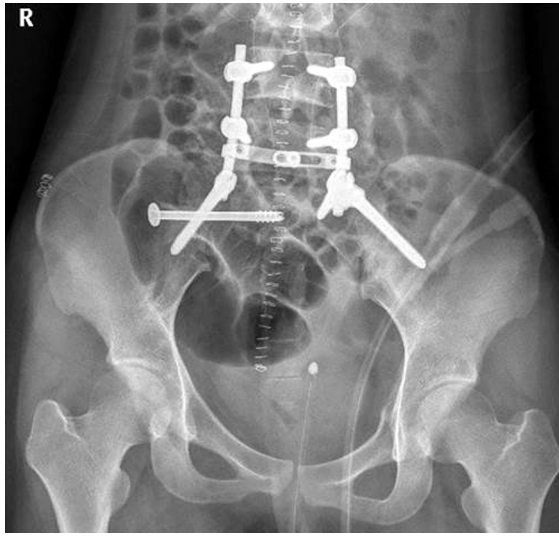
Postoperative radiographs. Decompression and transpedicular and spino-pelvic fixation, and iliosacral screw fixation were done.
